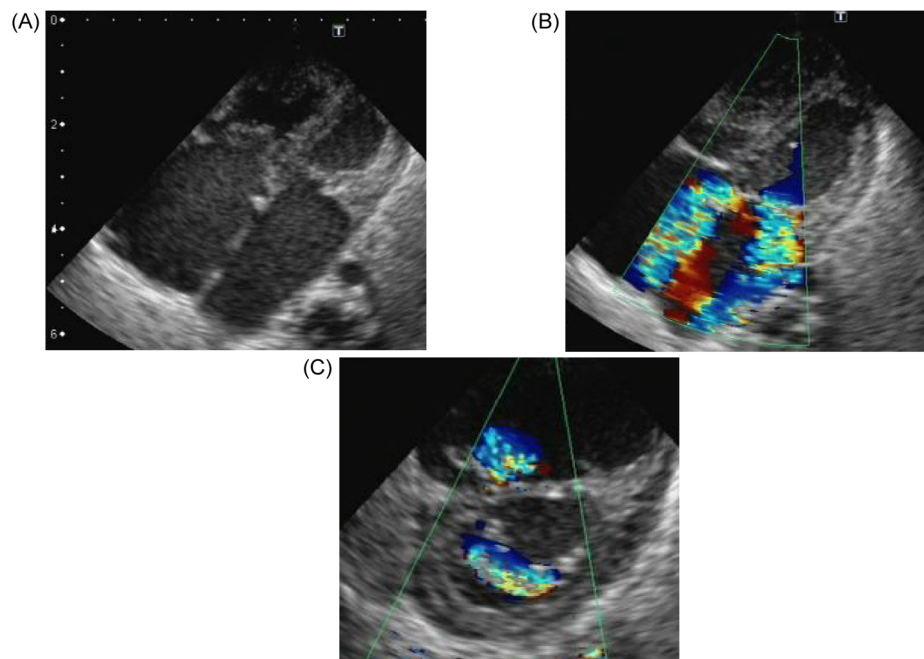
Echocardiogram of the recipient baby at birth
